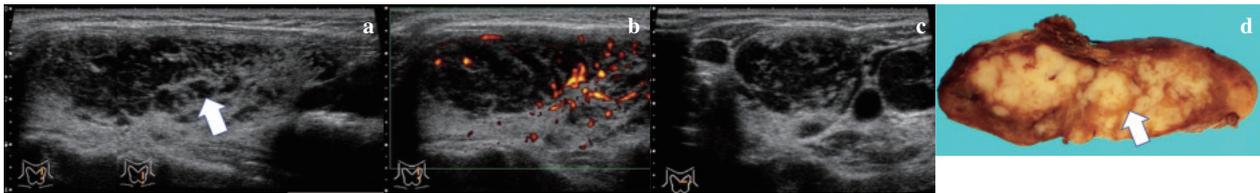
甲状腺リンパ腫「まだら状(虫喰い様)低エコー」
